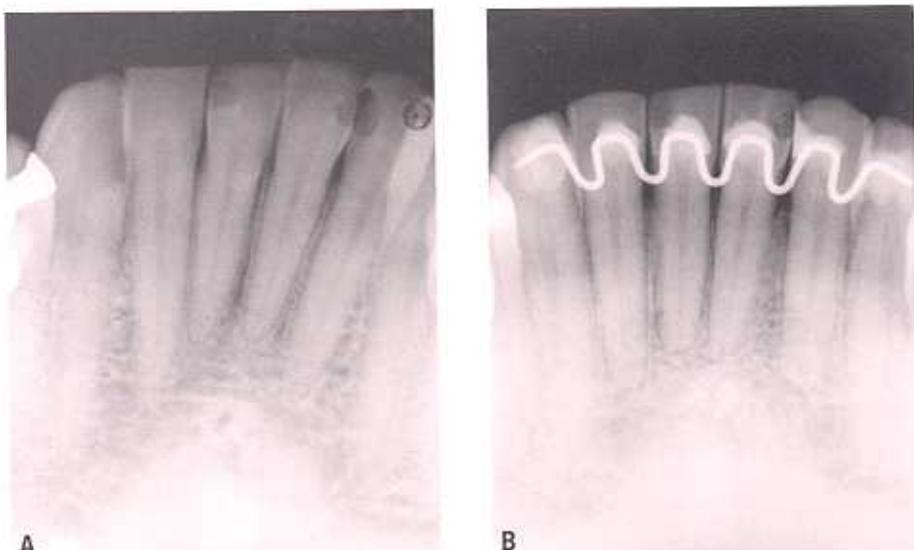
Radiografias dos incisivos inferiores A) inicial e B) final.
